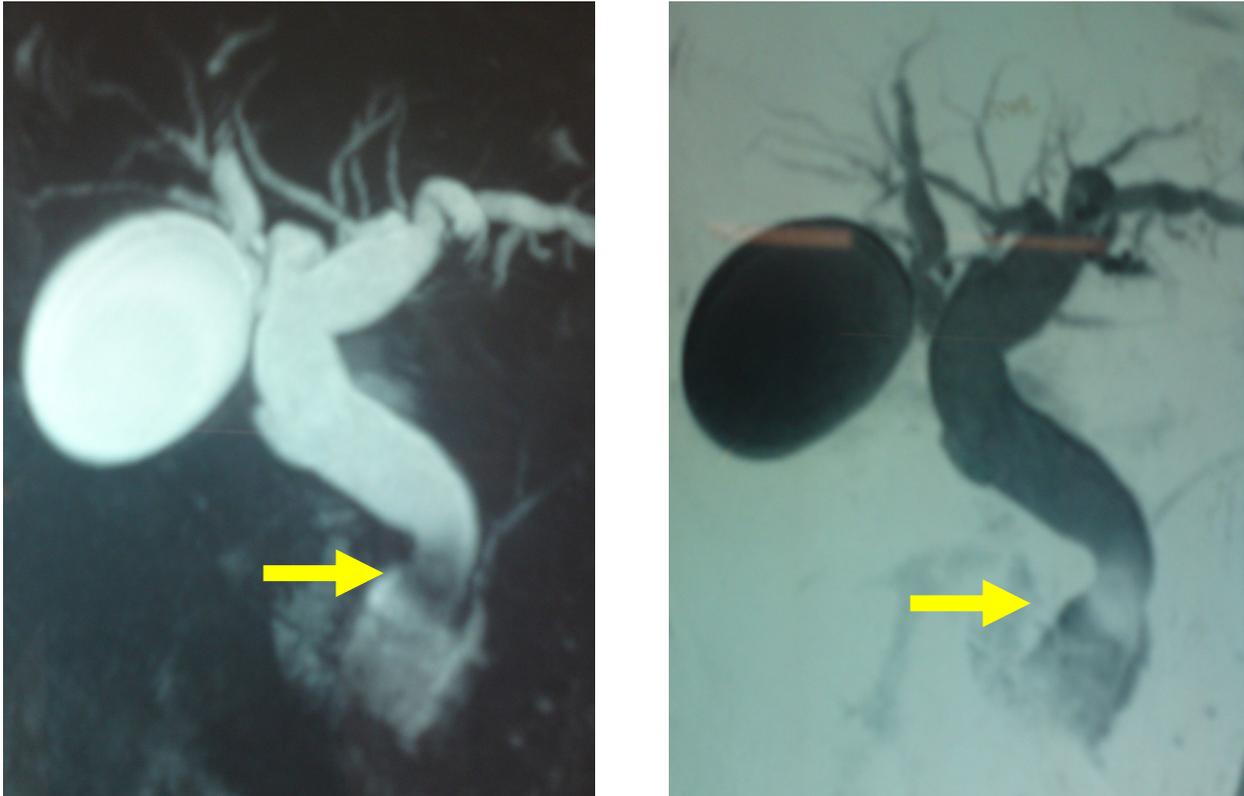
Colangiopancreatoresonancia la cual demuestra dilatación de vía biliar intra, extra hepática secundaria a colédoco litiasis de colédoco distal.
